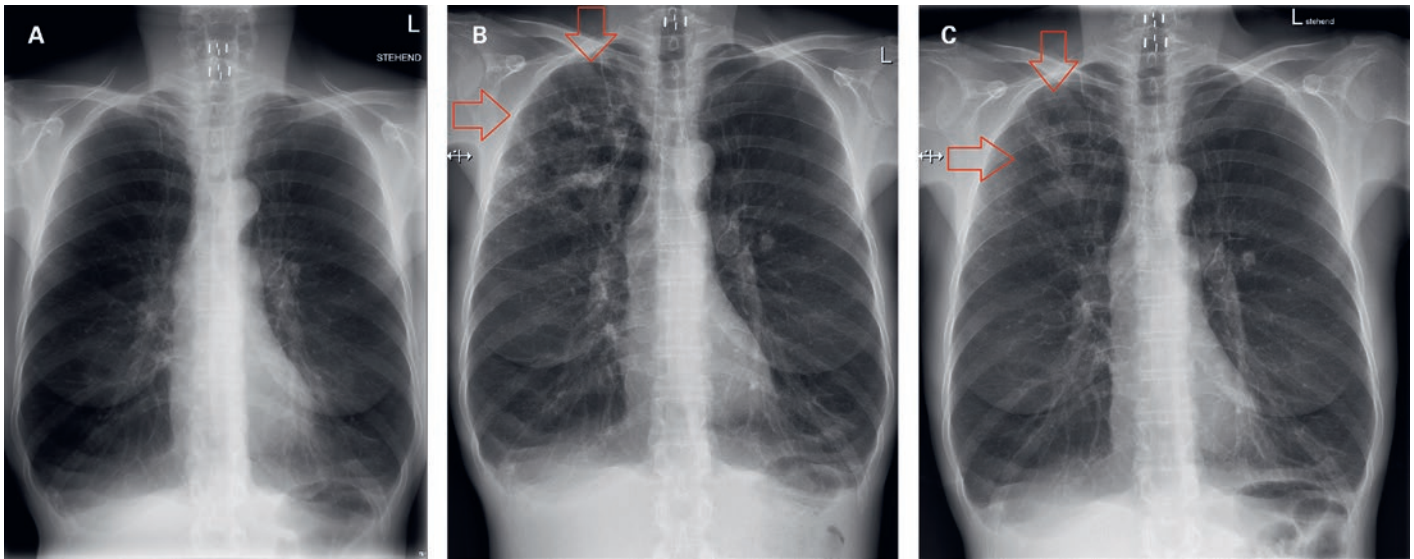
Röntgen Thorax: A) Zustand 2 Monate präinterventionell, B) 1 Tag nach erster ELVR, C) 15 Tage postinterventionell. ELVR: endoskopische Lungenvolumenreduktion.
